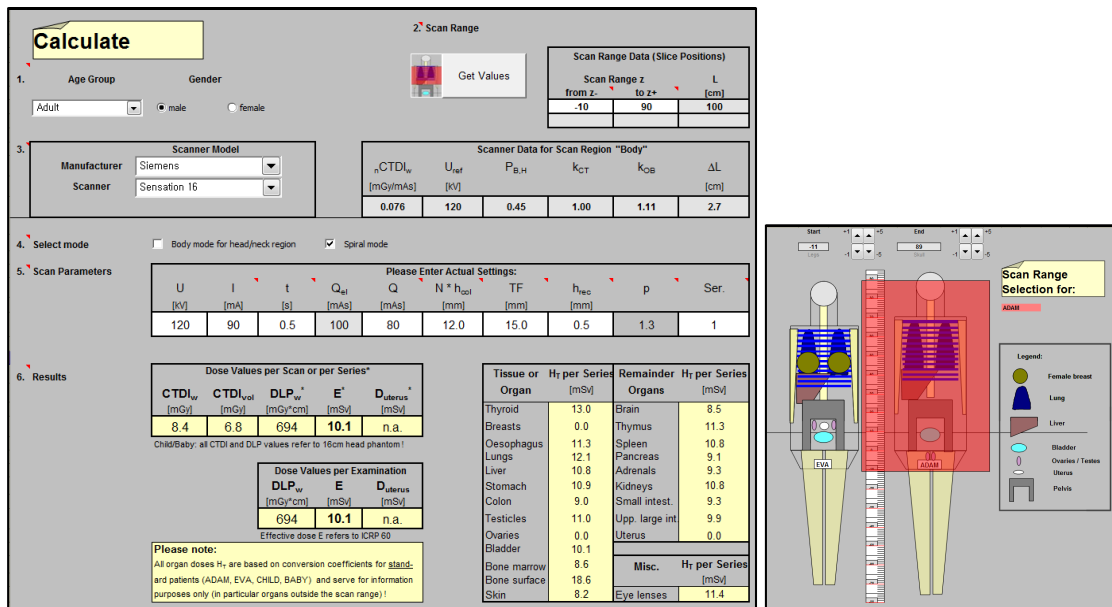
Enter the parameters which are vendor, scanner type sex, Kv, mA, rotation cycle, table feed, collimation and scan range you can get the effective dose (CT-expo v1.7).
